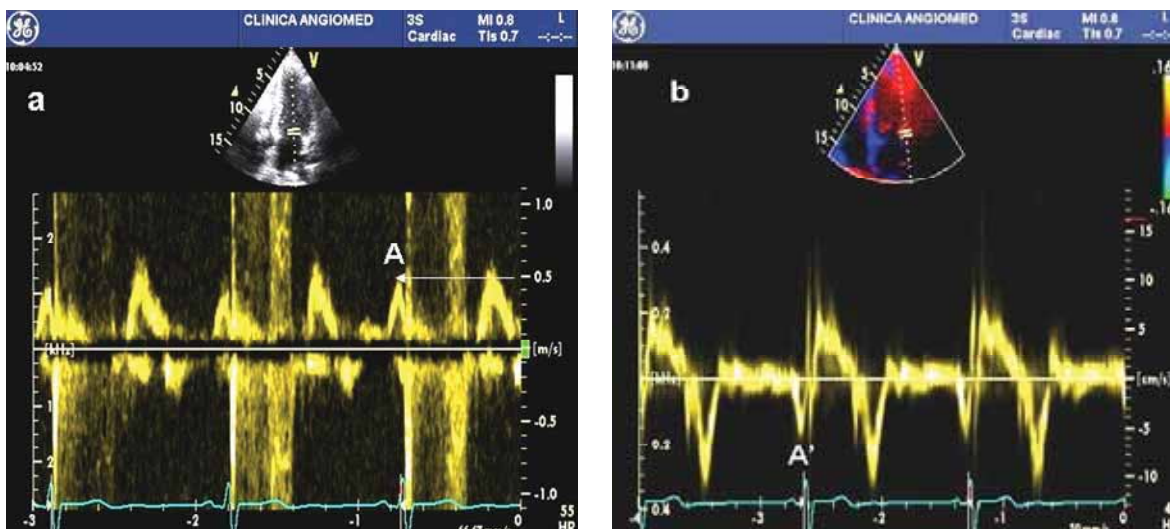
a,b Reluarea funcției mecanice a atriului stâng la 3 săptămâni după ablația pentru flutter atrial (a. Doppler spectral mitral; b. Doppler tisular inelul mitral lateral)
